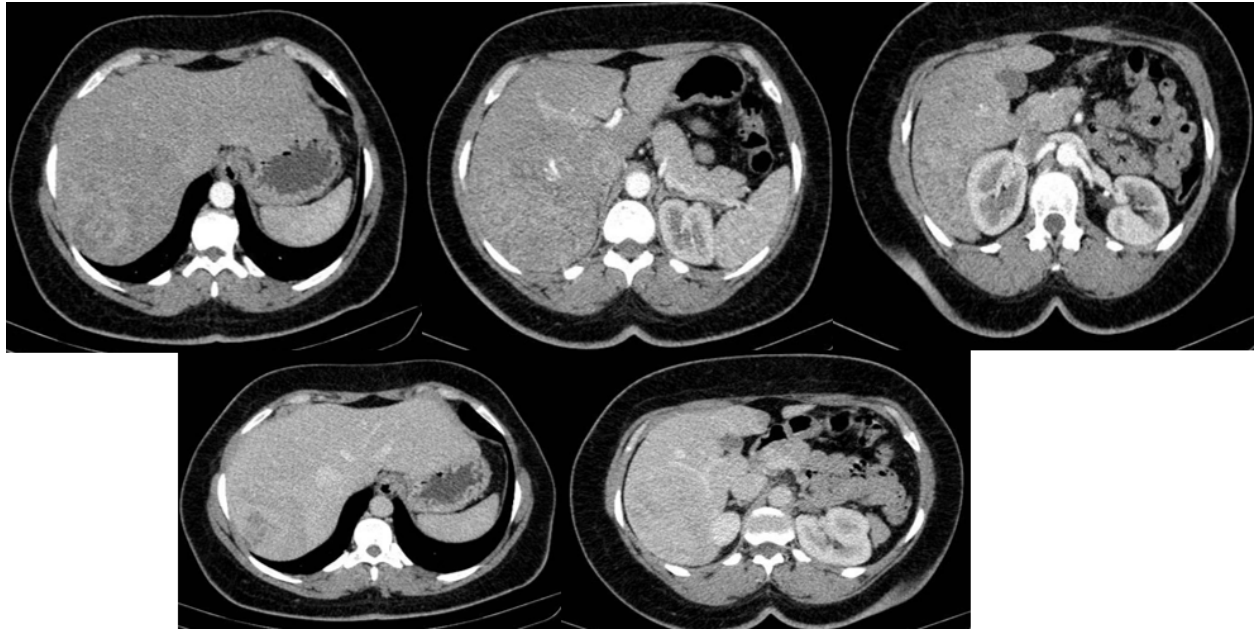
Tomografía de Abdomen fase arterial y portal.
